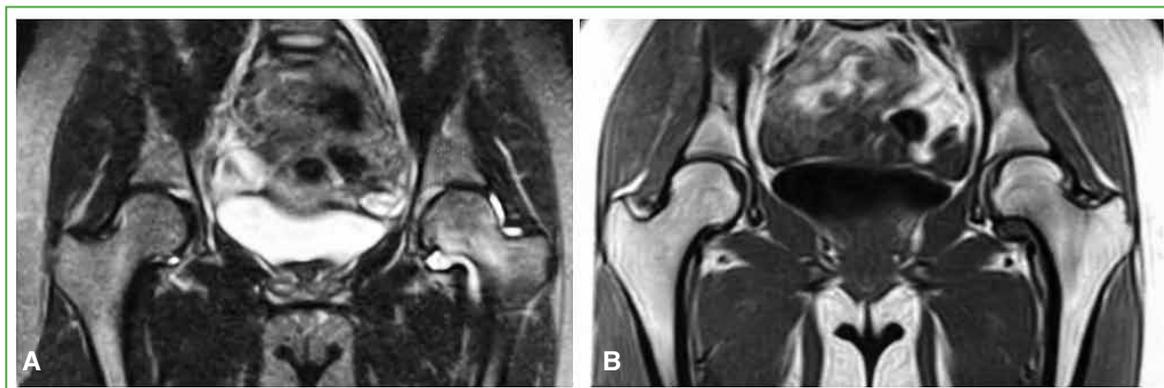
Resonancia magnética de caderas, corte coronal en secuencias potenciadas en T2. Se observa edema de la cabeza y el cuello del fémur izquierdo, asociado a un aumento del líquido articular.
